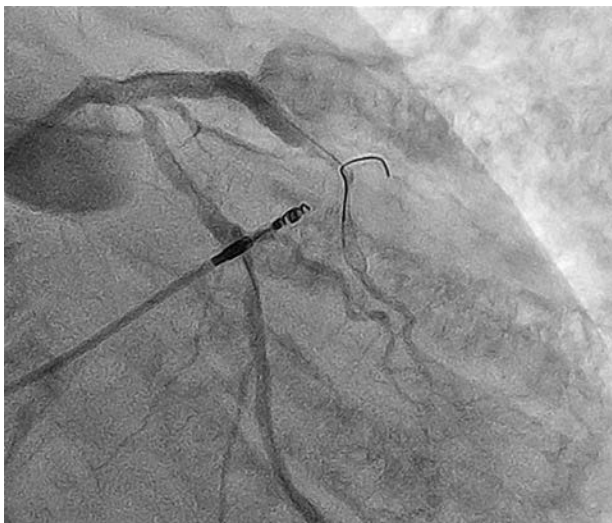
Состояние коронарного русла после имплантации в место перфорации среднего сегмента передней нисходящей артерии стент-графта. Сохраняется затек рентгеноконтрастного вещества
